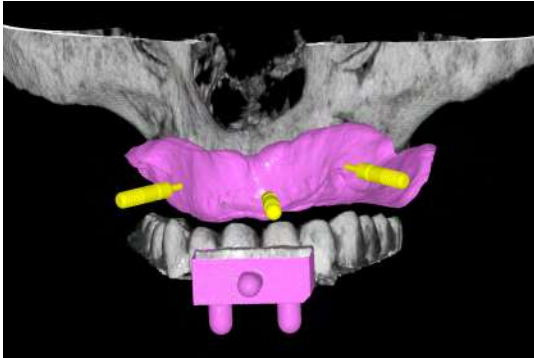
Sovrapposizione del tessuto molle (derivante dalla scansione ottica del modello in gesso del paziente) sulle immagini dell'esame radiografico 3D. Sono visibili anche i pin di fissaggio della guida chirurgica
